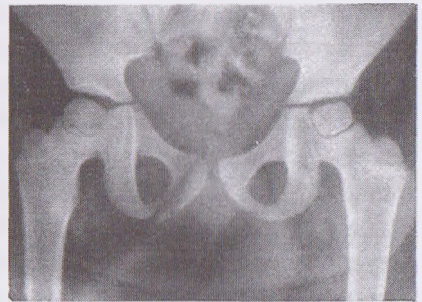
Рентгеновський знімок перелому кісток таза
